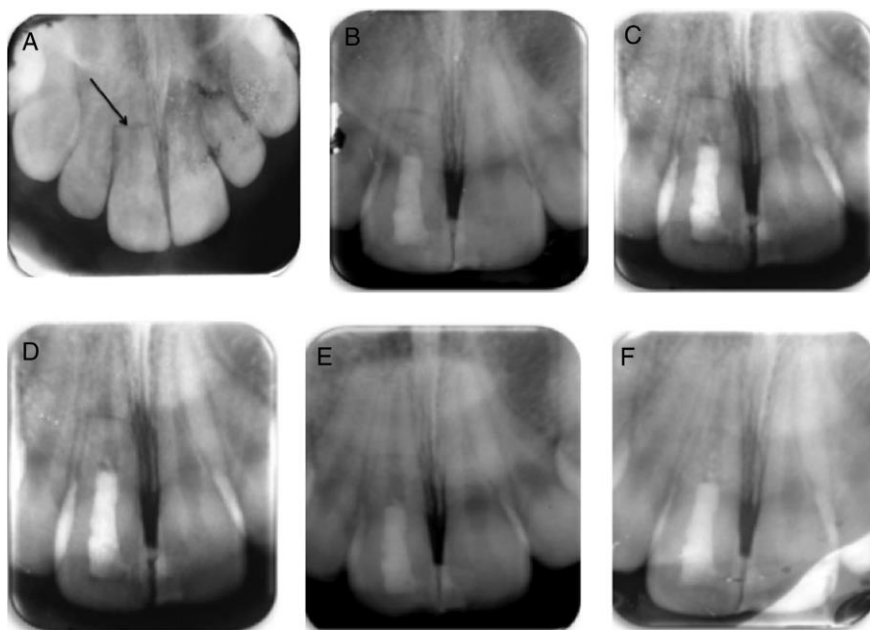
(A) Radiografía periapical preoperatoria del incisivo central superior izquierdo. La raíz está completamente formada. Una fractura horizontal en la mitad de la raíz es evidente (flecha). (B) Radiografía periapical posoperatoria después de la finalización del REP. (C) Radiografía periapical posoperatoria a los 5 meses de seguimiento. Línea de fractura aún visible. No se desarrolló lesión radiotransparente en la línea de fractura. (D) Radiografía periapical posoperatoria en el seguimiento de 8 meses. La apariencia radiográfica es similar al seguimiento de 5 meses. (E) Radiografía periapical posoperatoria a los 14 meses de seguimiento. Curación progresiva de la fractura horizontal radicular por formación de tejido duro entre los fragmentos. (F) Radiografía periapical posoperatoria en el seguimiento de 19 meses. Mayor curación de la fractura horizontal de la raíz por formación de tejido duro.
